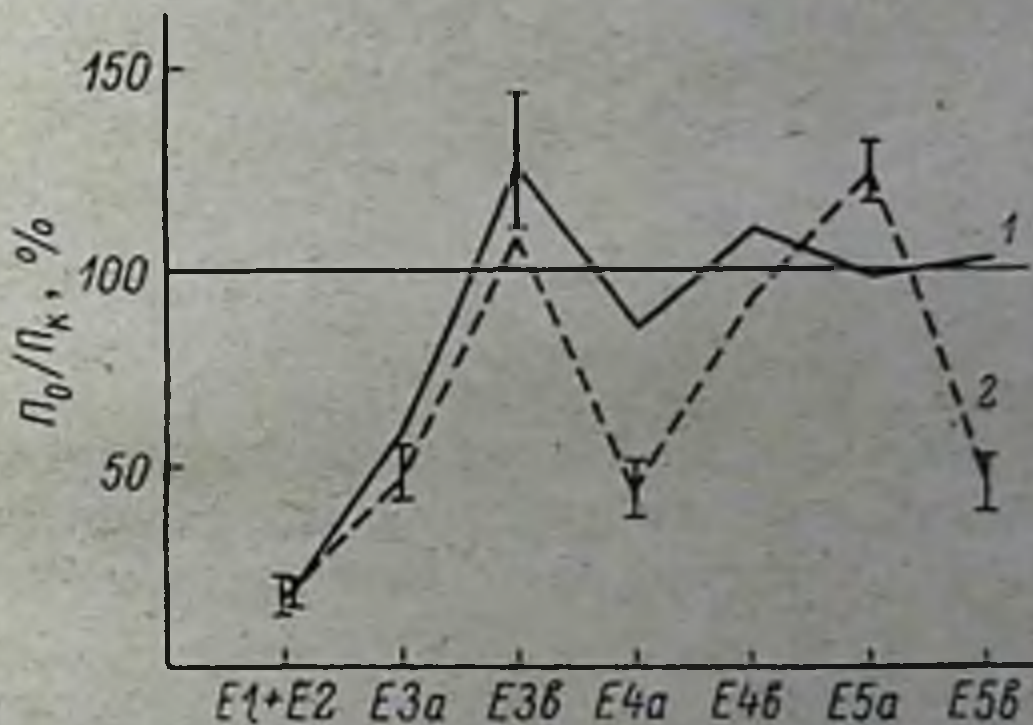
Кинетика эритроидного кровотока в костном мозге изолированной грудной через 6 час. совместной перфузии с почкой и печенью.
